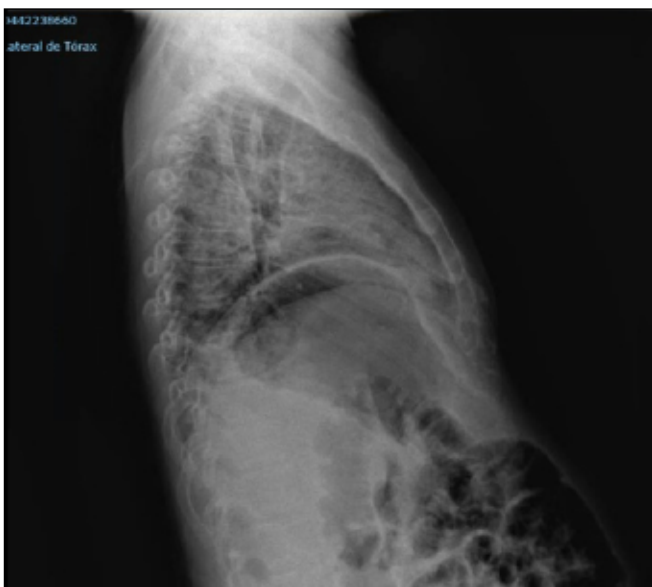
Radiografía lateral de tórax en paciente con neumonitis inmunomediada.
